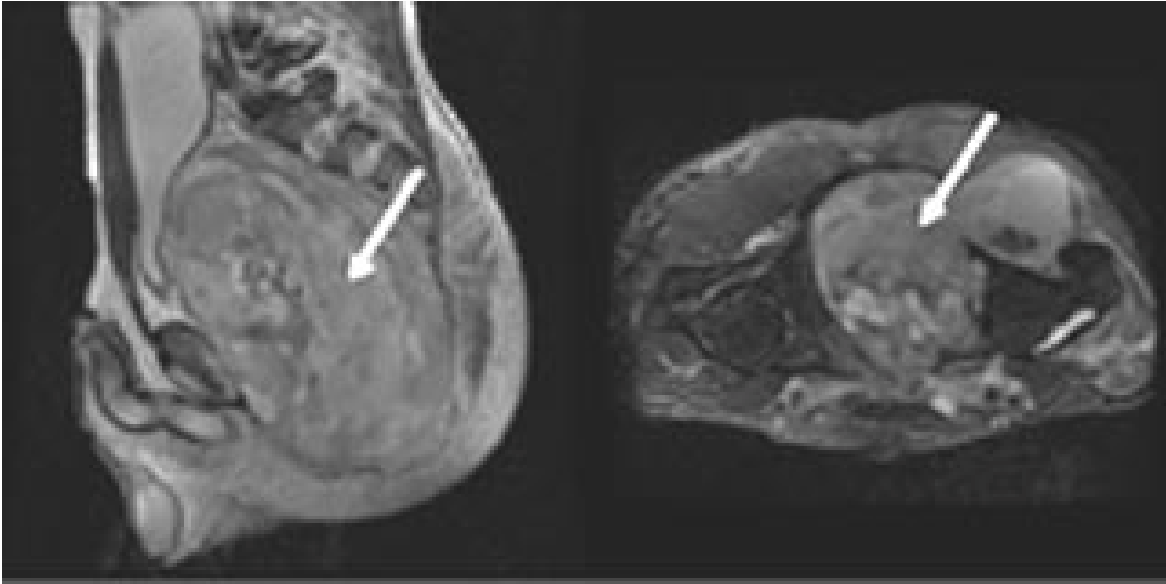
RMN mostrando un Schwannoma maligno masivo. El recto no se observa en estas vistas.
